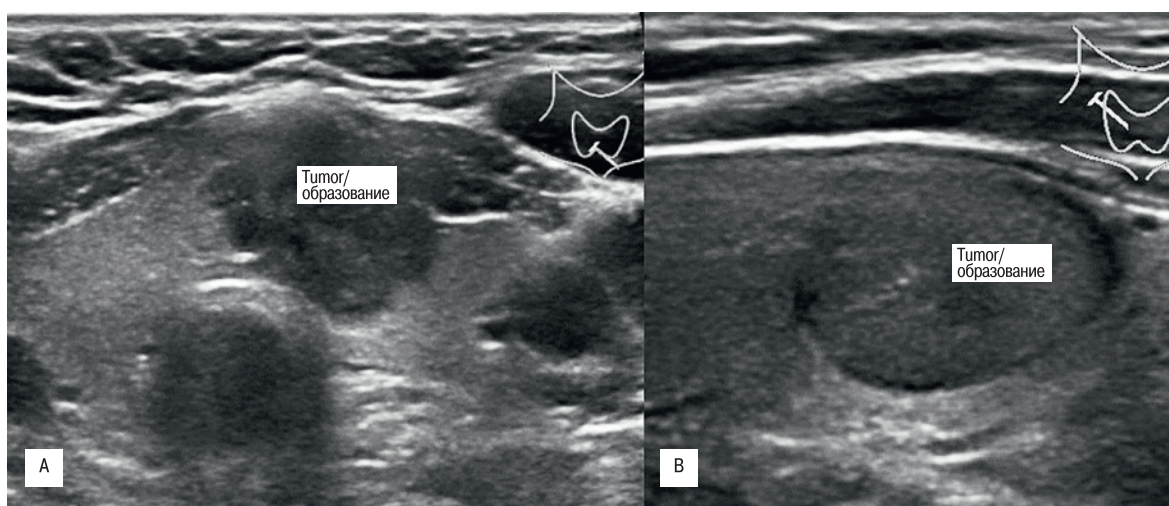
УЗИ ЩЖ. Косые проекции. УЗ-изображение узлов ЩЖ с «малыми» и «большими» признаками злокачественности
